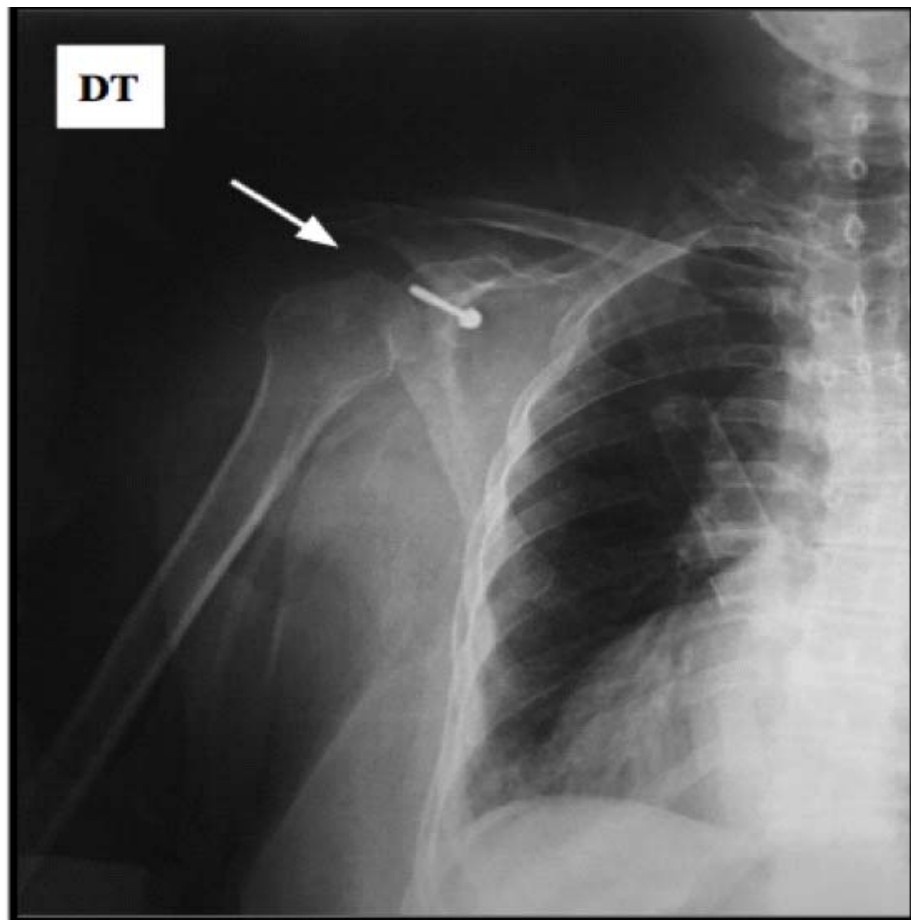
Radiographie standard postopératoire de face de l'épaule droite après mise place de la butée coracoïdienne par vis .
